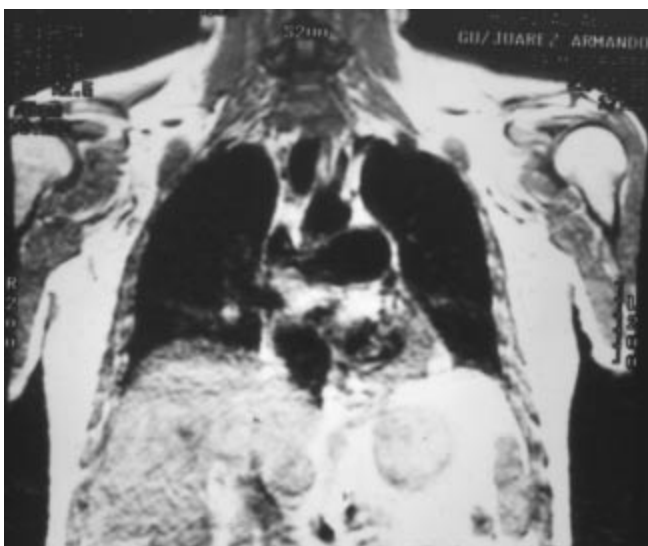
IRM sugestiva de trombos en localización central corte coronal.
